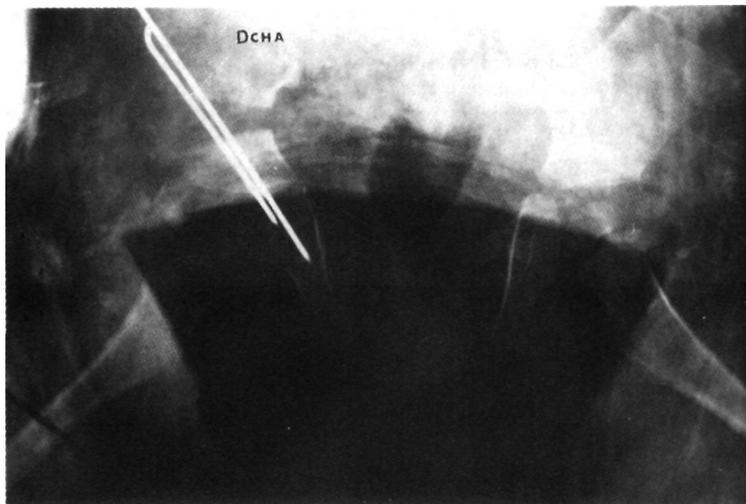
Radiografía antero-posterior de pelvis con ambas caderas en el postoperatorio inmediato de la osteotomía innominada pelviana de Salter.
